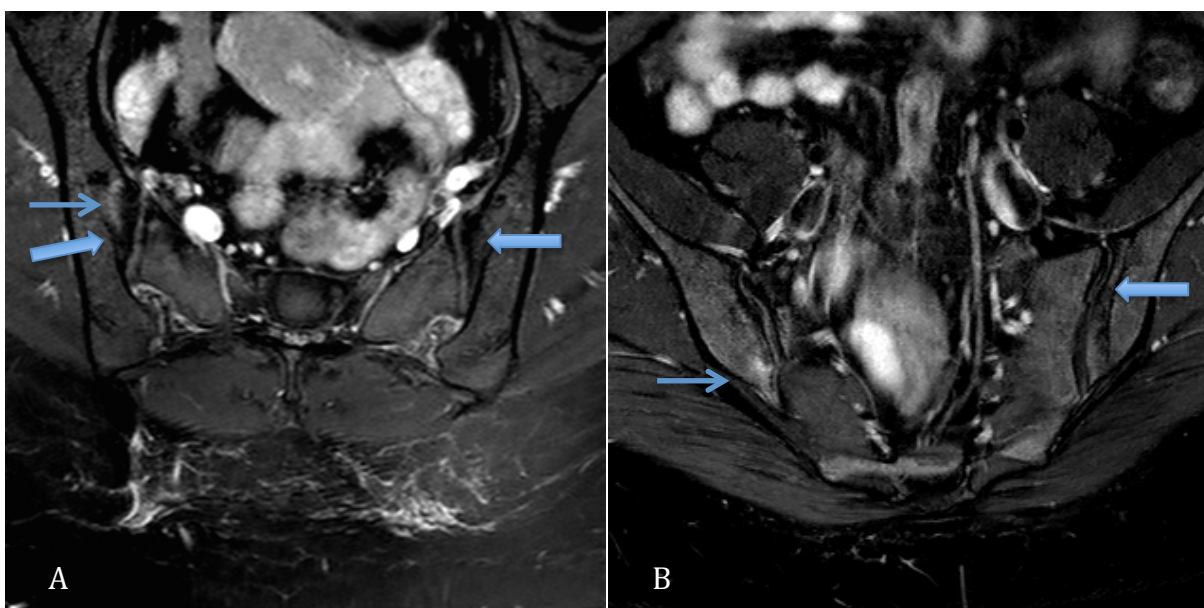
Atteinte mécanique des articulations sacro-iliaques en IRM.
